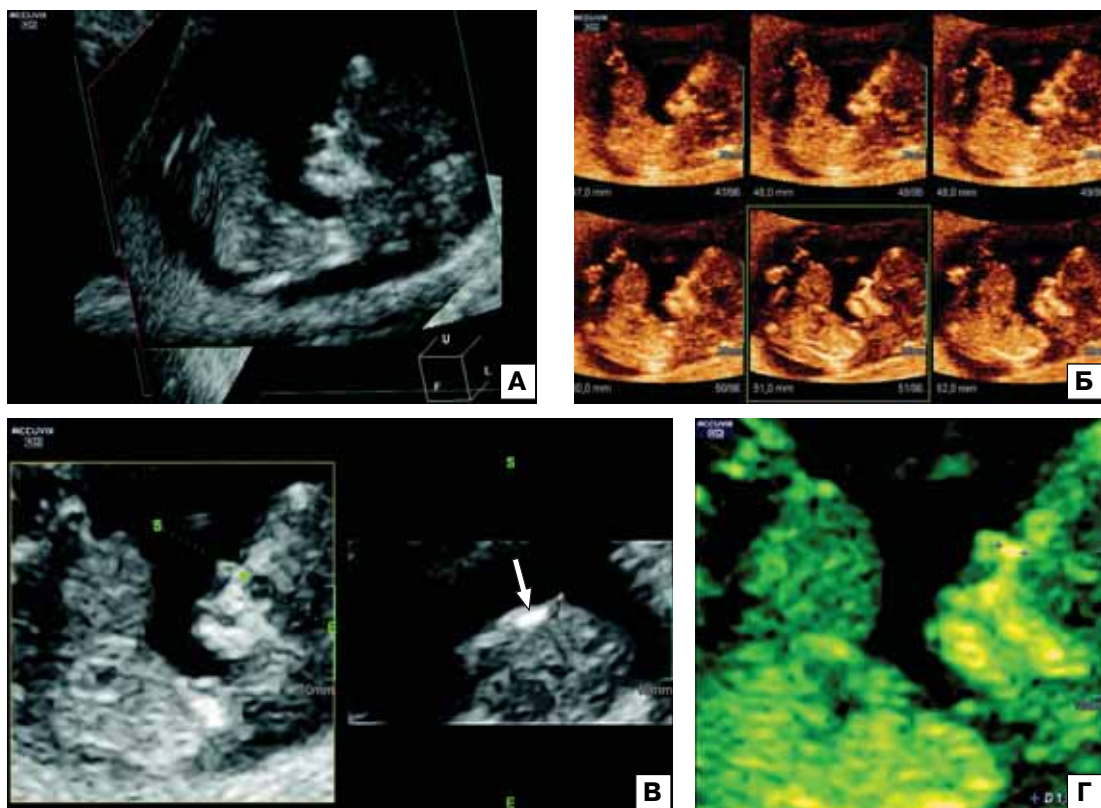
Беременность 12 нед. Омфалоцеле. А – режим Volume CT. Отчетливо видны омфалоцеле и гипоплазированная носовая кость. Б – режим Multi Slice View. На последовательных параллельных срезах видно отсутствие одной носовой кости и гипоплазия второй кости. В – режим Oblique View. Направление построения плоскости (S...E) проходит через носовые кости. Стрелкой указана единственная носовая кость плода. Г – увеличенное изображение оптимального среза для оценки гипоплазированной носовой кости (1,94 мм).
